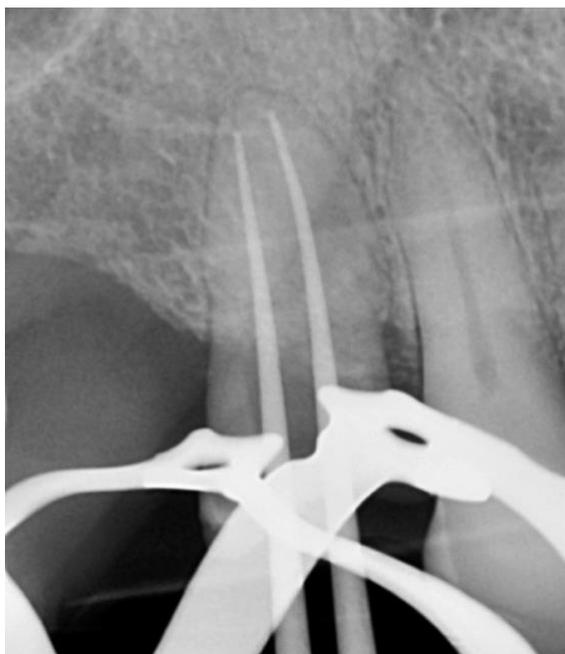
Radiographie cône en place (Source : Dr A. Démetriou)
